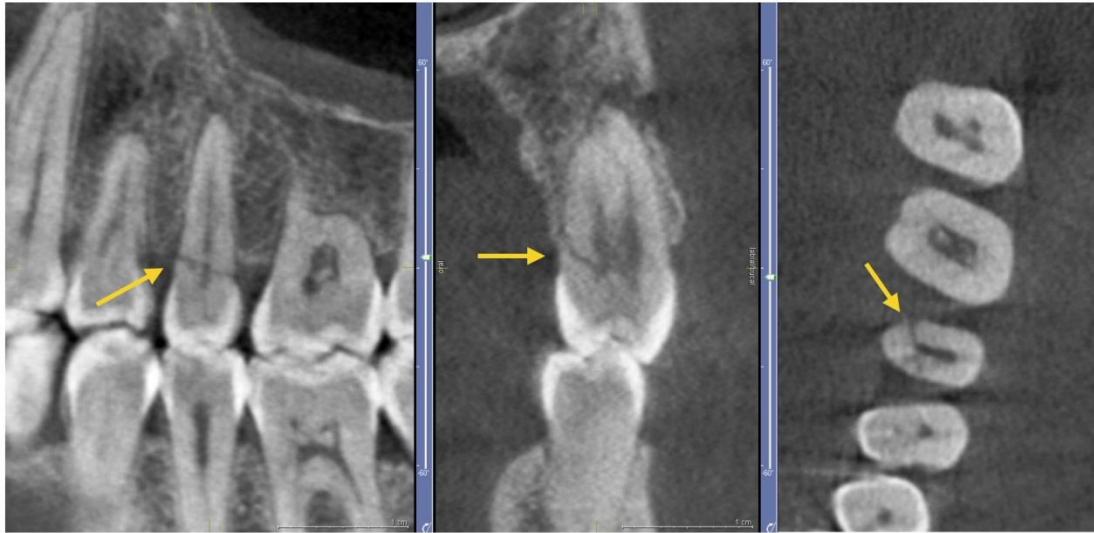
Fractura radicular visualizada en segundo premolar superior izquierdo. (Fuente: <http://auladentalavanzada.com/cbct-en-endodoncia/>)
